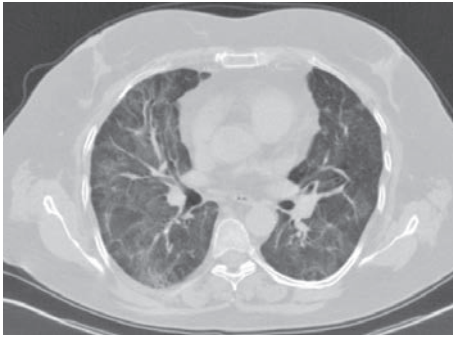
КТ ОГП пацієнтки К. на 130-й день від появи перших симптомів хвороби
